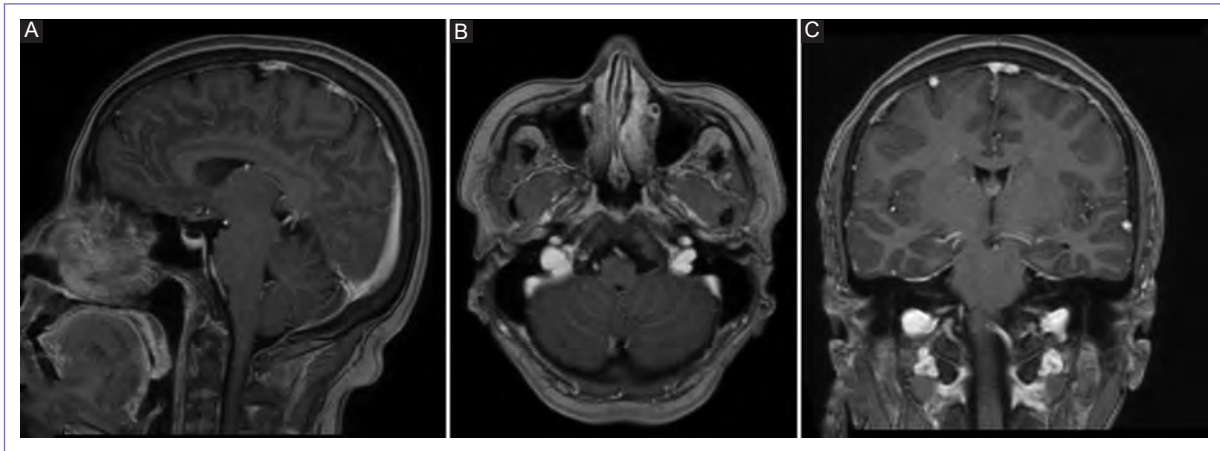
Resonancia magnética de encéfalo a los cuatro años: en la secuencia contrastada en T1, tanto en sagital (A), como axial (B) y coronal (C), no se observa lesiones expansivas a nivel inferomedial del cerebelo.
